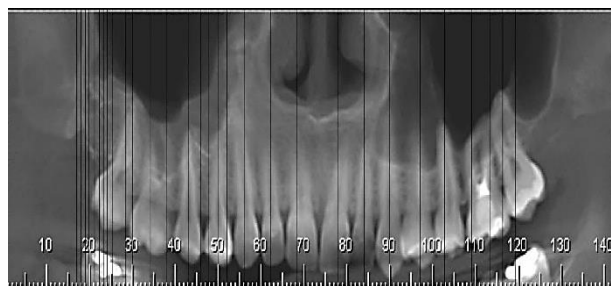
Radiografia panorâmica apresentando artefato em região posterior de mandibular direito.
